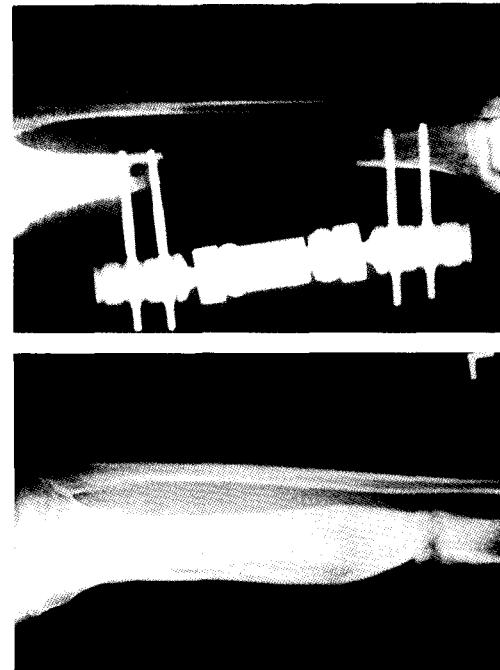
Case 3. A 24-year-old man suffered open tibio-fibula fracture with 17 cm bony defect. (Above, left) Clinical appearance after bony resection and debridement. (Above, center) Radiographic finding. (Above, right) Defect was covered with two latissimus dorsi myocutaneous flaps using contralateral cross-leg fashioned free flap. (Below, left) Proximal and distal tibia was transported at the same time. (Below, center & right) Satisfactory result after free transfer and bone transportation; adequate regeneration was formed at docking site.
